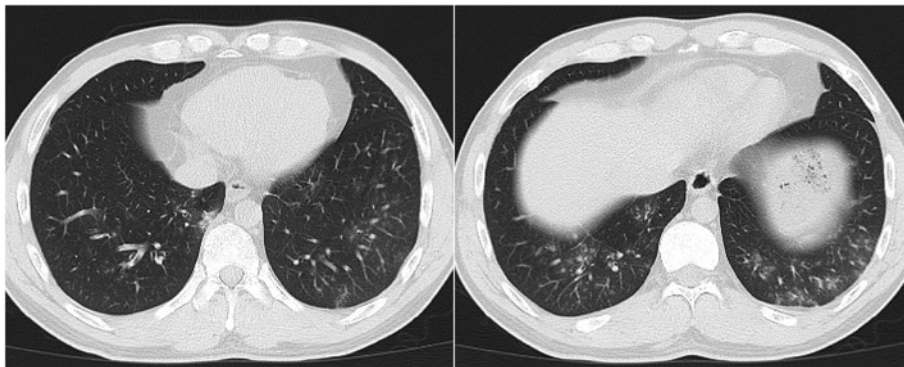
入院時CT所見. 両側下葉背側に気管支肺炎像を認めた.
